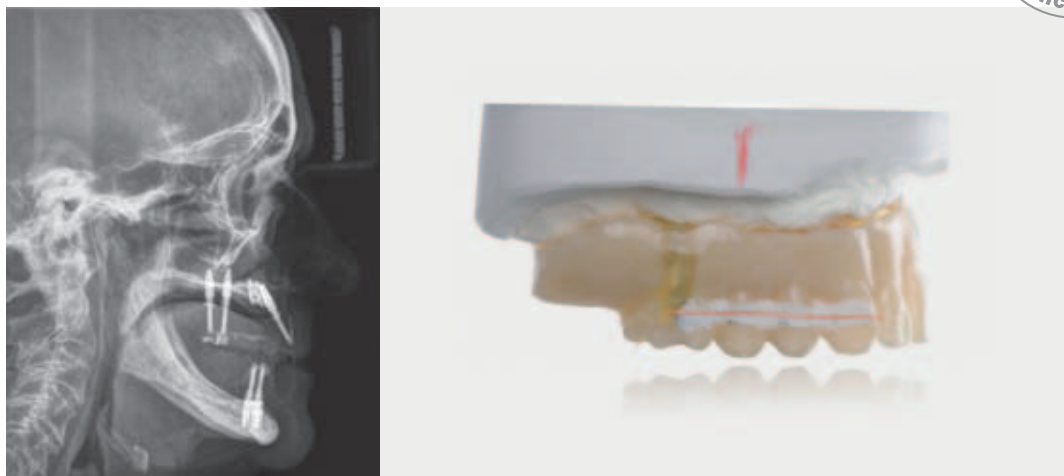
Grâce à une rainure fraisée dans le double en résine du prototype, on peut voir à la radiographie que le plan d'occlusion et l'axe tragus et aile du nez présentent des inclinaisons différentes.
